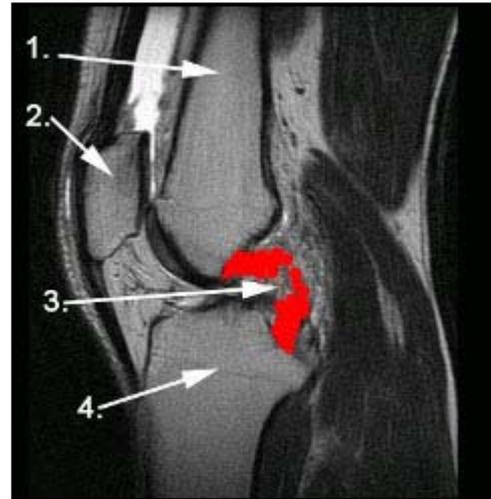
MRT hinterer Kreuzbandriss
